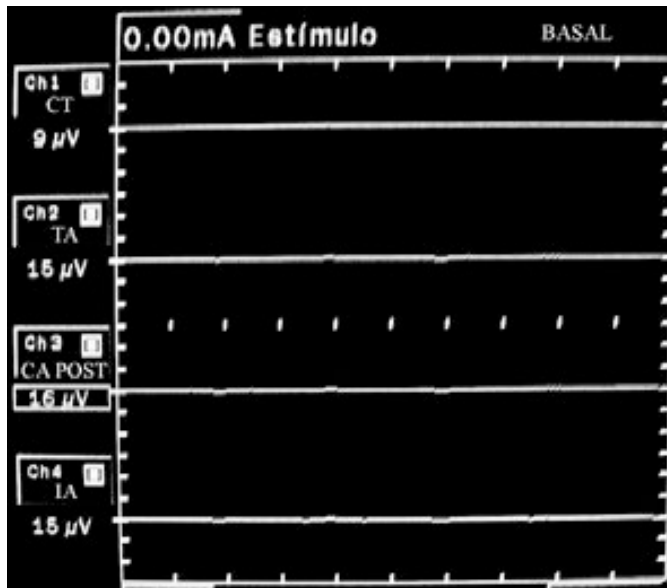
Estimulación en condiciones basales. Abreviaturas: CT músculo cricotiroideo; CA músculo cricoaritenoido posterior; TA músculo tiroaritenoido; IA músculo interaritenoido
